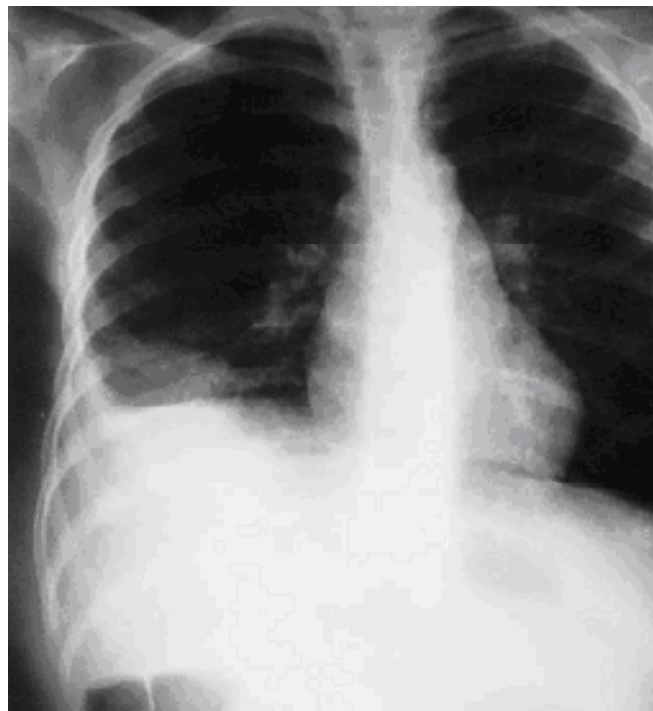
Radiographie thoracique : surélévation de la coupole diaphragmatique droite
